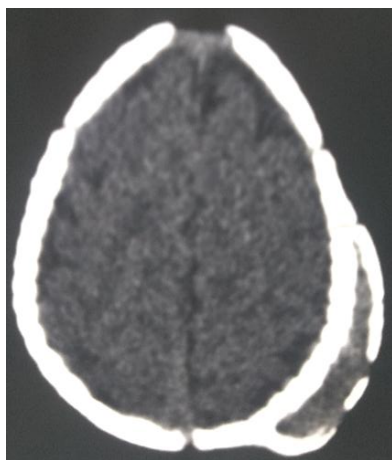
TDM cérébrale coupe axiale : céphalématome ossifié
